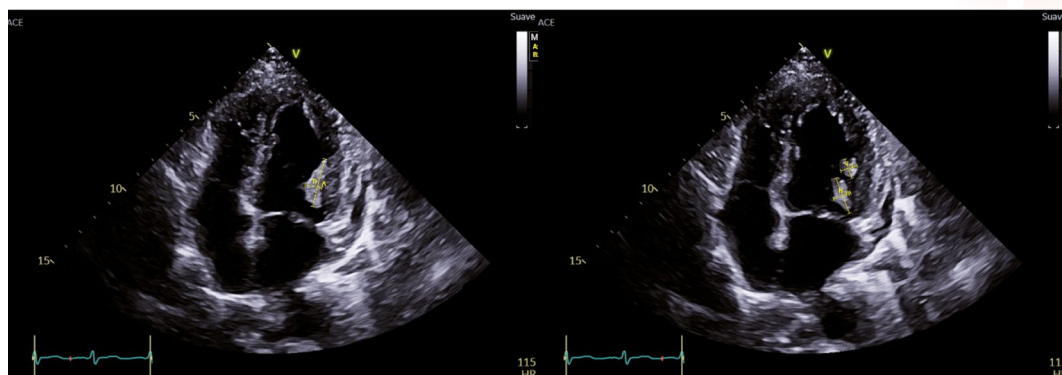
Ecocardiografía transtorácica (ventana apical cuatro cámaras) con imagen de dos masas móviles, adyacentes, de ecogenicidad “blanda”, adheridas a las cuerdas del músculo papilar anterolateral del ventrículo izquierdo.
